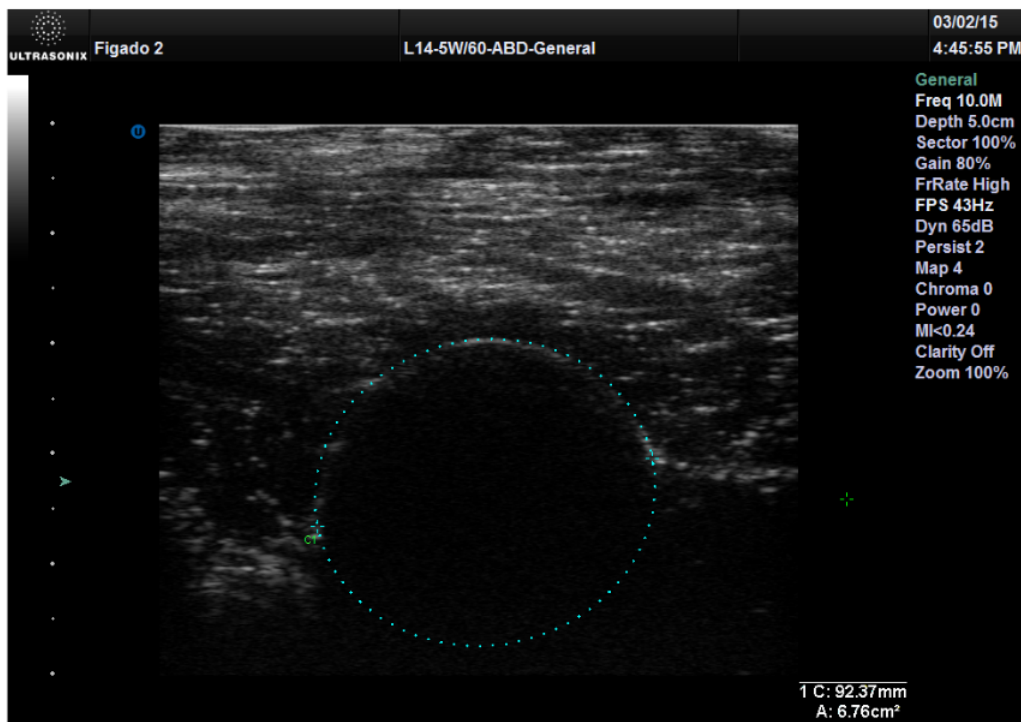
Ensaio *in vivo*, aplicação de RFA em tecido hepático de um suíno. Imagem do equipamento de *Ultrasound* utilizado para estimar a área de dano térmico. No ensaio em questão a área estimada pelo equipamento, que aplicou aproximação para uma elipse foi de $6,76 \text{ cm}^2$. Fonte: [47]
